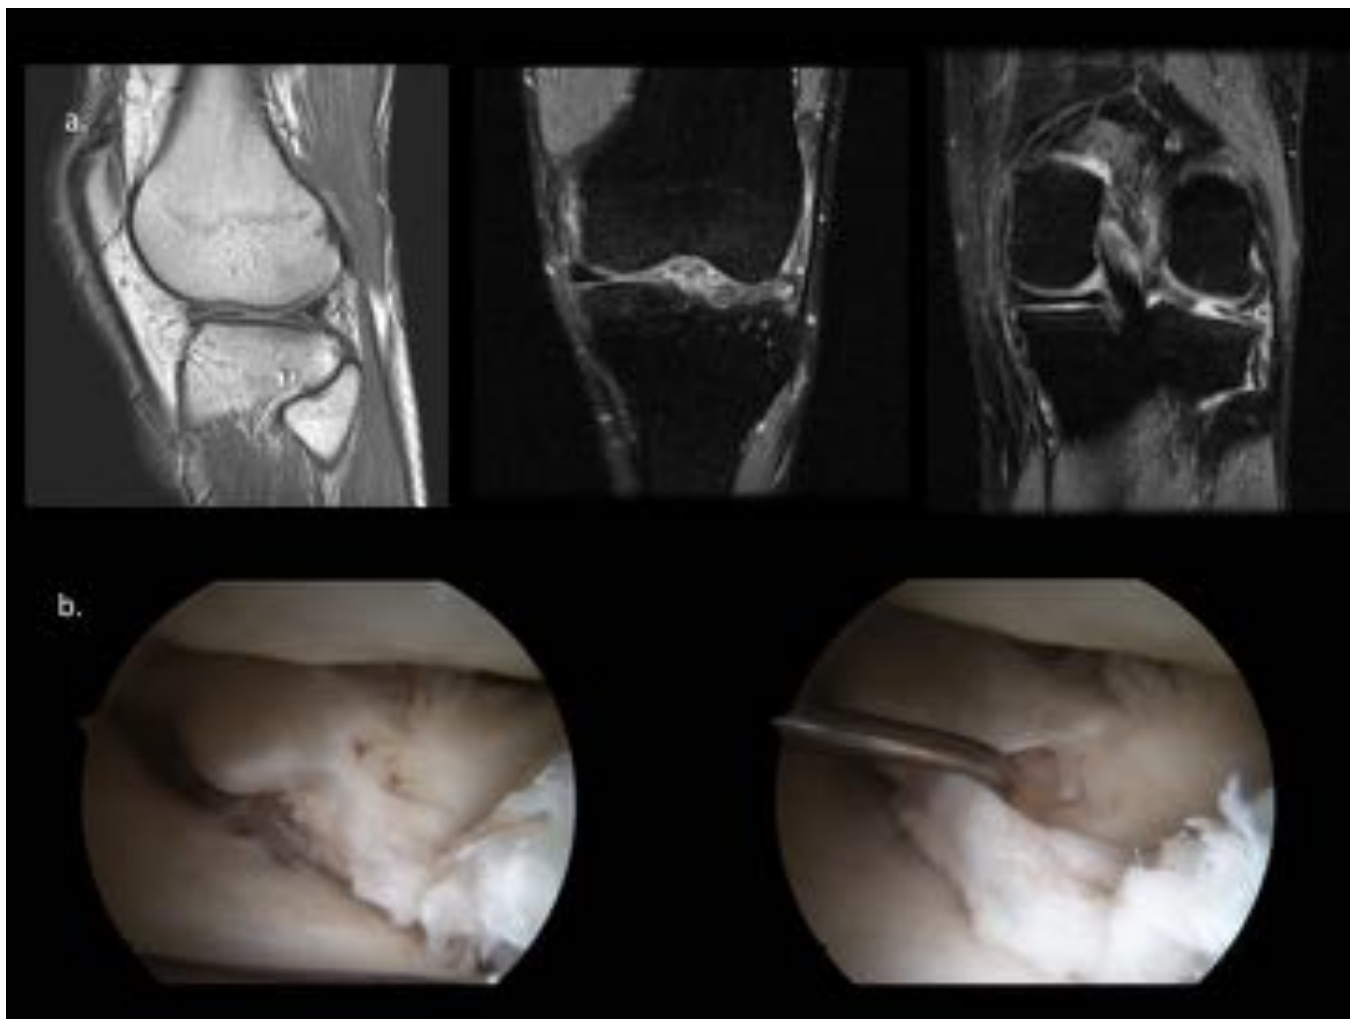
Rotura compleja. (a) Imágenes en RM que muestran la marcada alteración de morfología y de señal del menisco lateral. (b) Imágenes obtenidas de un video de artroscopia que muestran la significativa desestructuración del menisco.
